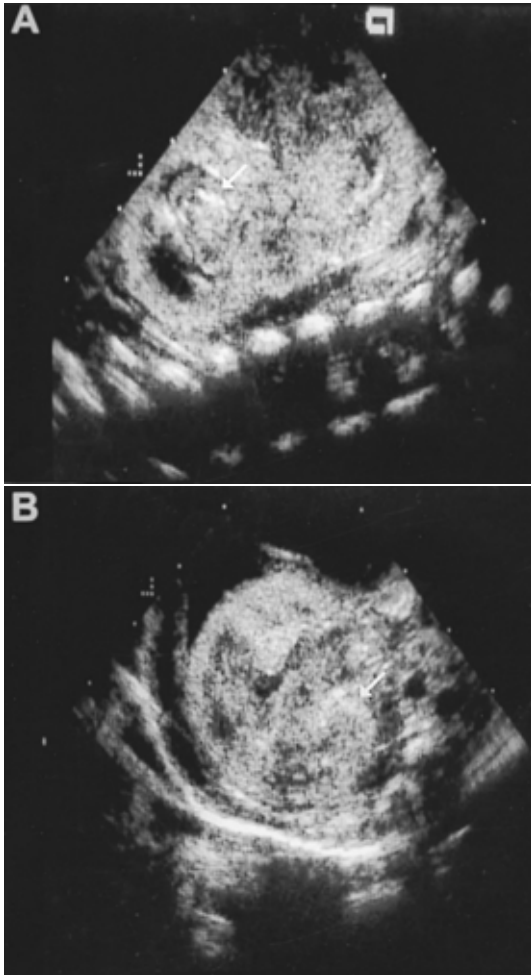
Longitudinal ultrasonography demonstrates the fungal balls(arrow) and debris filled in the pelvis of left(A) and right(B) kidney(case 27).
